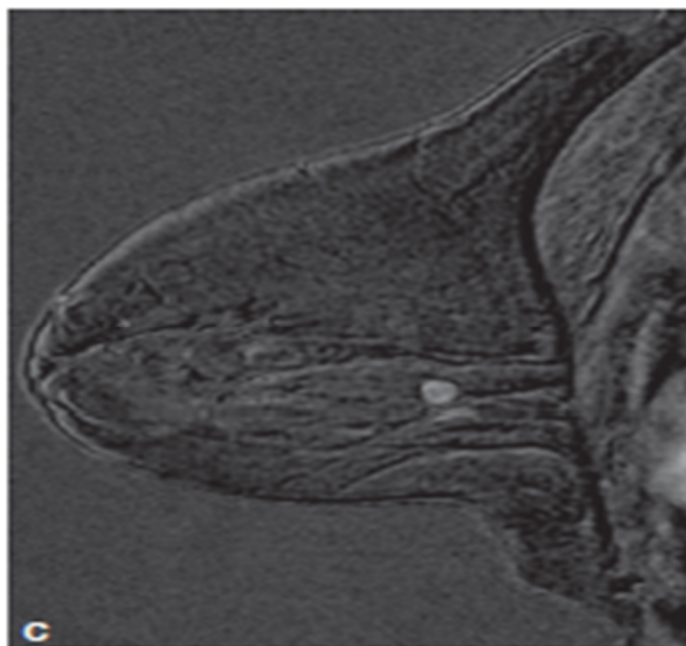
C. Cliché d'IRM : Après injection de gadolinium (c), présence d'un rehaussement annulaire.
